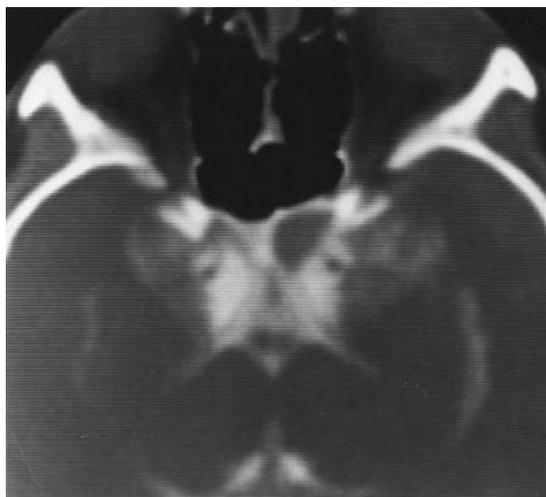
НФ1 у 12-летней девочки. На верхнем рисунке: на компьютерной томограмме, проведенной после люмбального введения контрастного вещества (метризамид), видно небольшое образование в месте начала левого зрительного нерва. На нижнем рисунке: на снимке МРТ в T2-режиме ясно видна небольшая глиома зрительного нерва.
